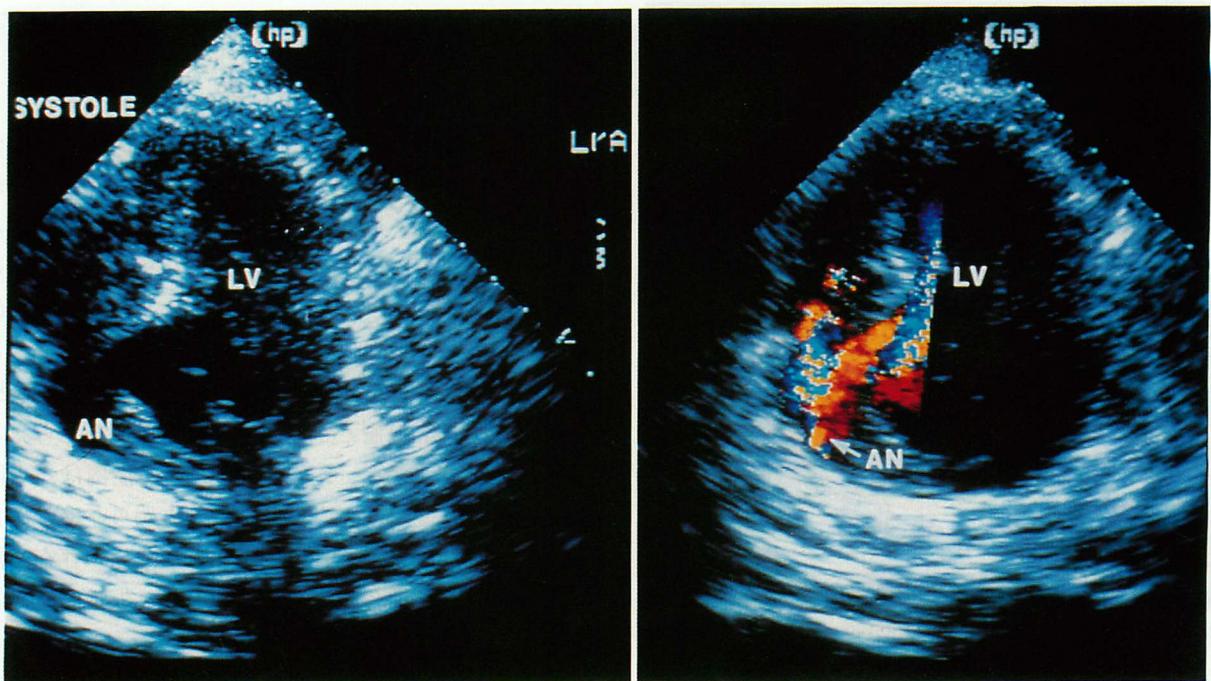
Two-dimensional parasternal short-axis view echocardiogram and color Doppler echocardiogram of the apical site
